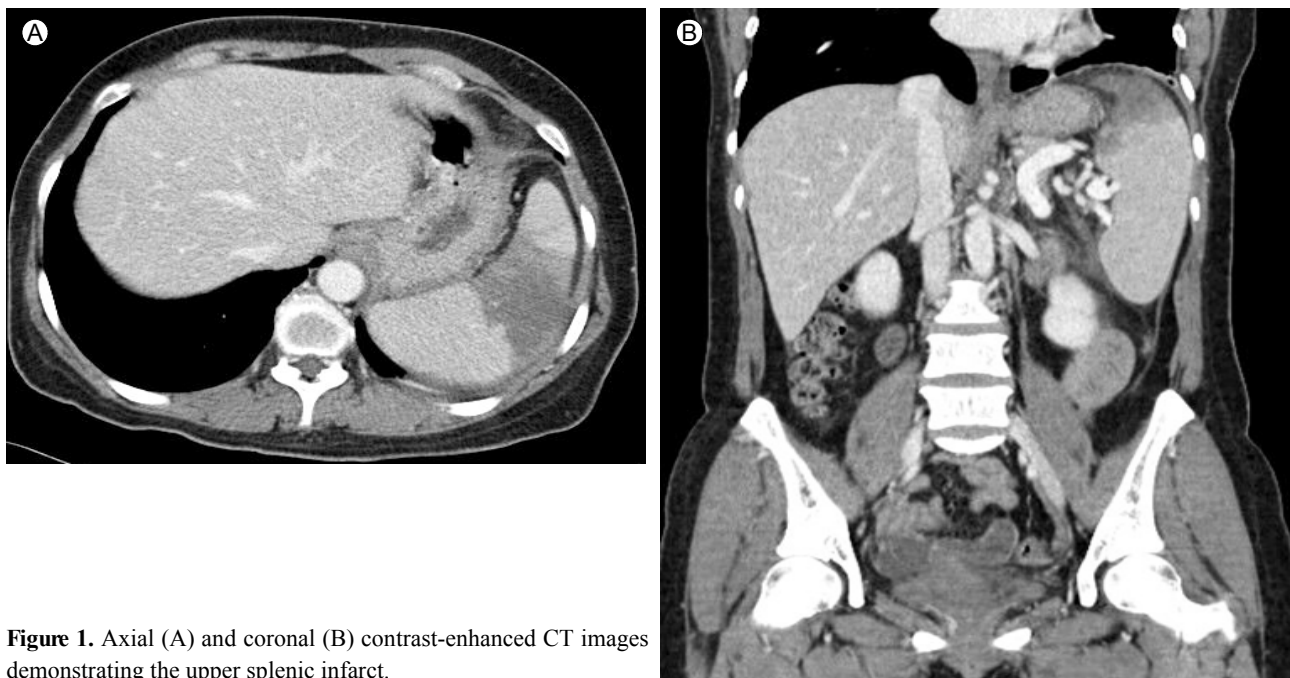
Axial (A) and coronal (B) contrast-enhanced CT images demonstrating the upper splenic infarct.
